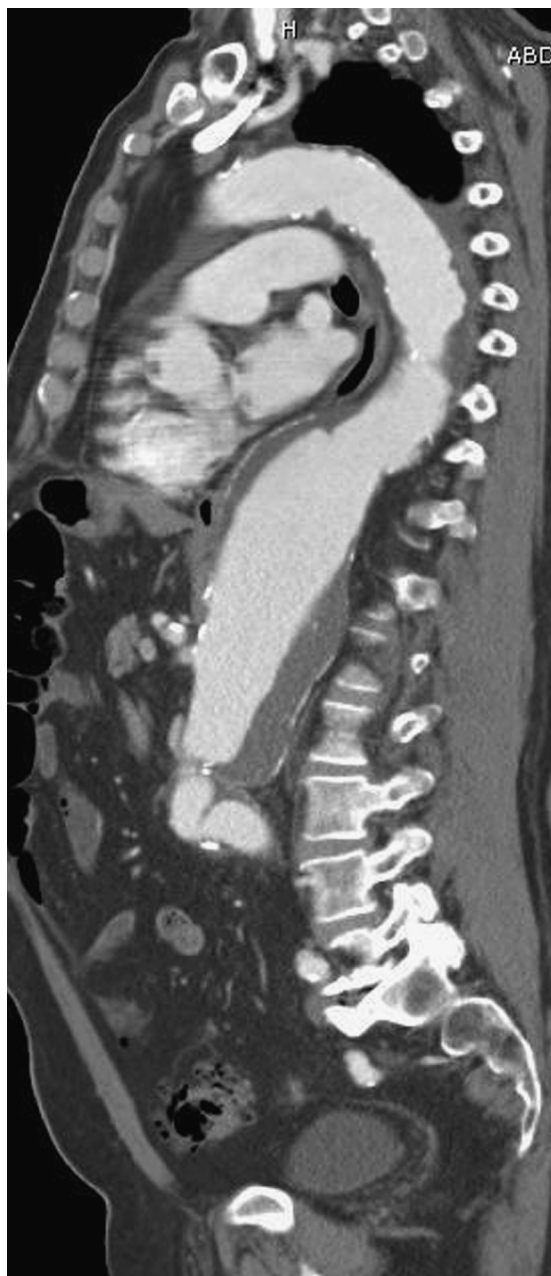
Resonancia magnética que demuestra un ATA tipo III con acodadura de la endoprótesis infrarrenal.
